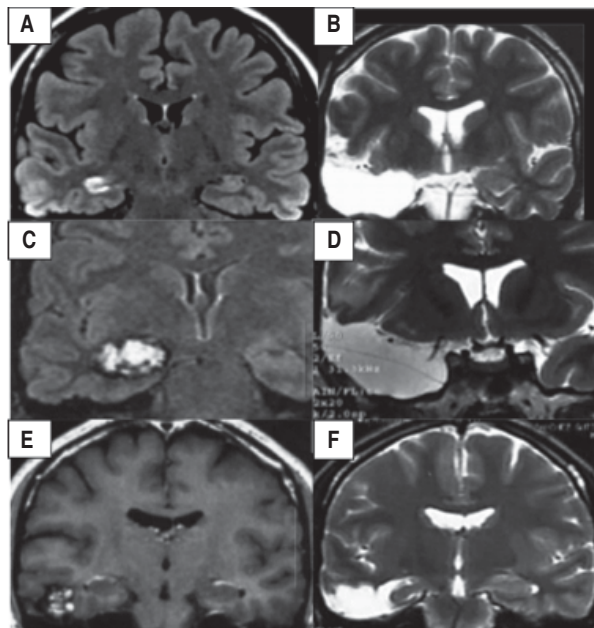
IRM cortes coronales pre (izquierda) y postquirúrgica (derecha): A. FLAIR y B. T2 de una mujer de 22 años con EMLT derecha, Engel IA a 10 años de postoperada. C. FLAIR y D. T2 mujer de 52 años con cavernoma mesial TD, Engel IA a 12 años de seguimiento. E. T1 y F. T2 hombre de 46 años con cavernoma en T3, Engel IA a 5 años.
